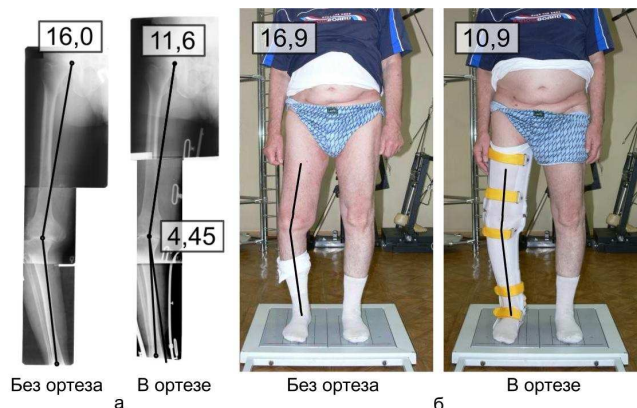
Определение углов искривления нижней конечности пациента С-ко В.М. с правосторонним деформирующим варусным артрозом коленного сустава с помощью: а - рентгена, б - фотоизображения
